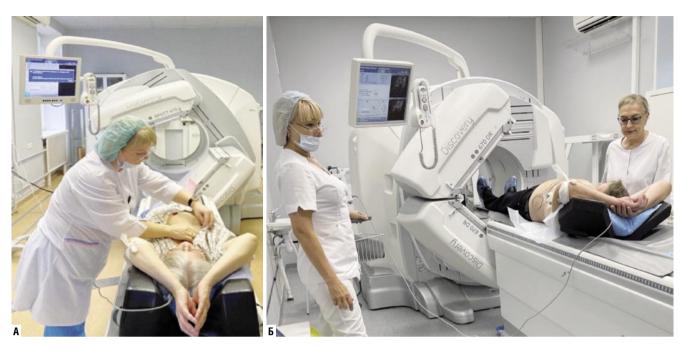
Интегрированные системы ОФЭКТ/КТ «Discovery NM/CT 670» (A) и ОФЭКТ/КТ «Discovery NM/CT 670 DR» (Б).
